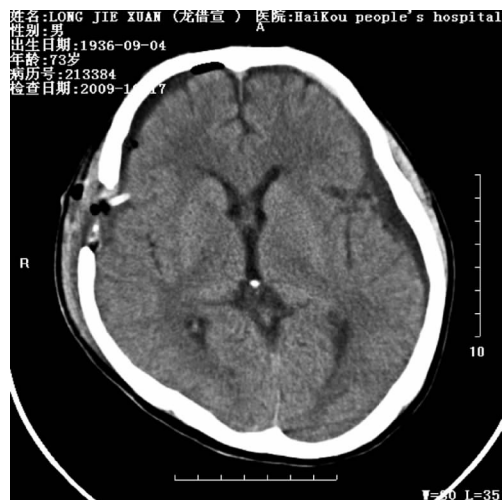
术后第4天CT示积液基本消失,可见引流管及颅内少量积气
